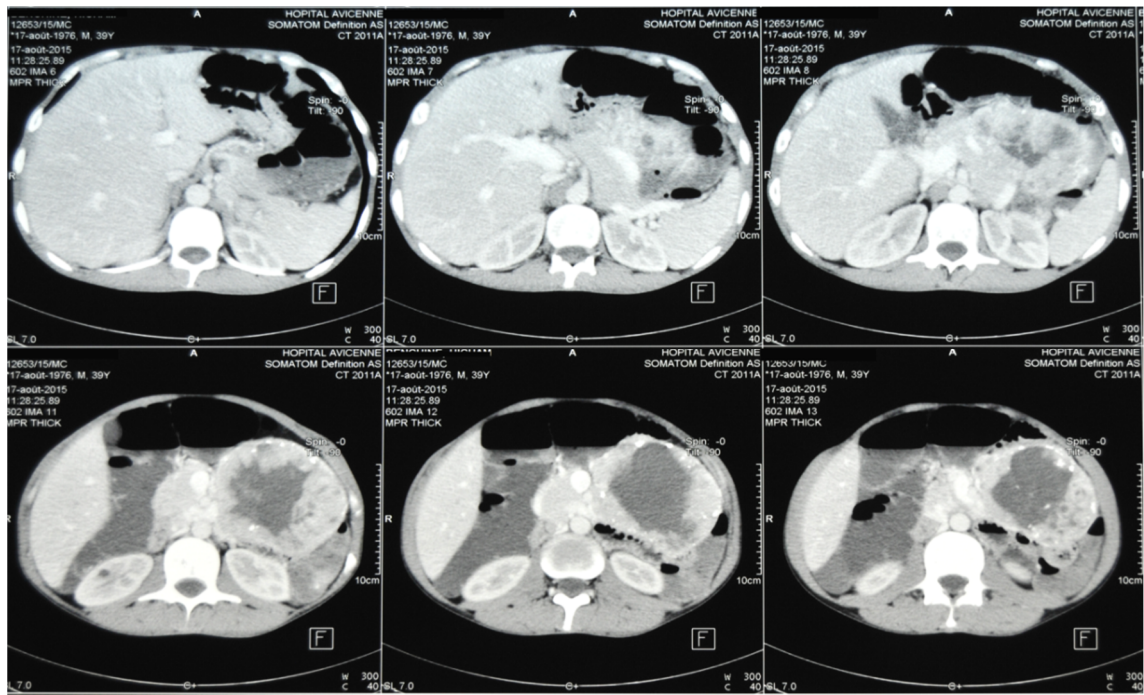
TDM avec injection de produit de contraste -Prise de contraste au niveau de la masse pancréatique
